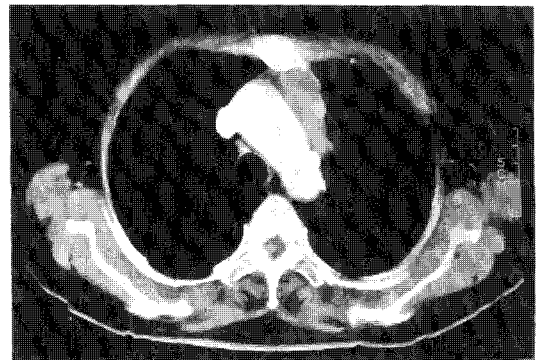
Thoracic transverse CT showed anterior mediastinal mass.
